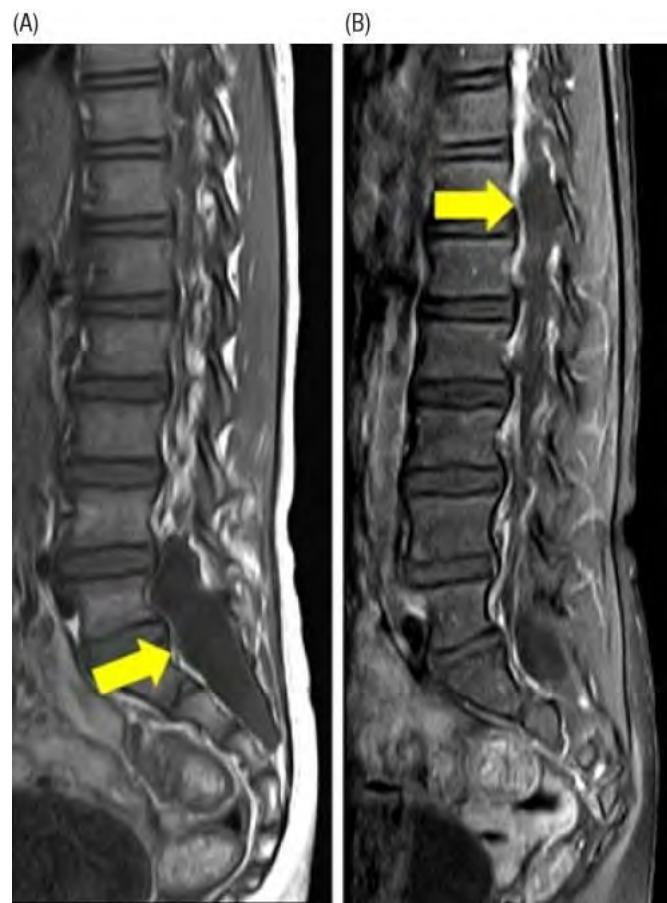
Image d'une ectasie dura à l'IRM. A : avec expansion du canal rachidien en L4-S3 B : élargissement du sac dural en T12-L1
